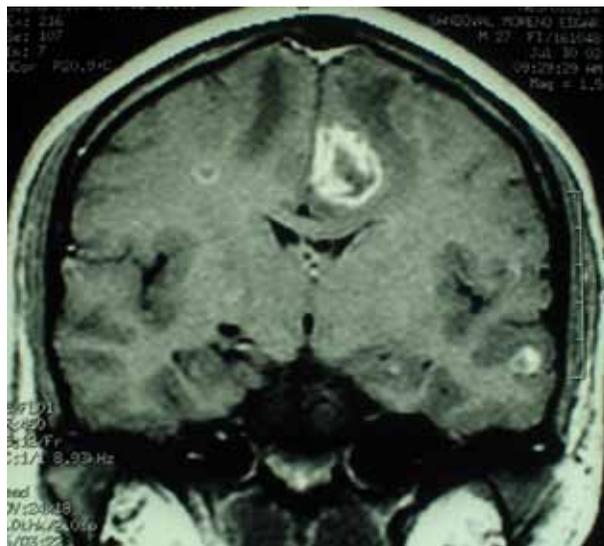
Resonancia magnética de encéfalo en corte coronal, donde se observan 3 lesiones ocupativas con reforzamiento al medio de contraste de forma anular.
